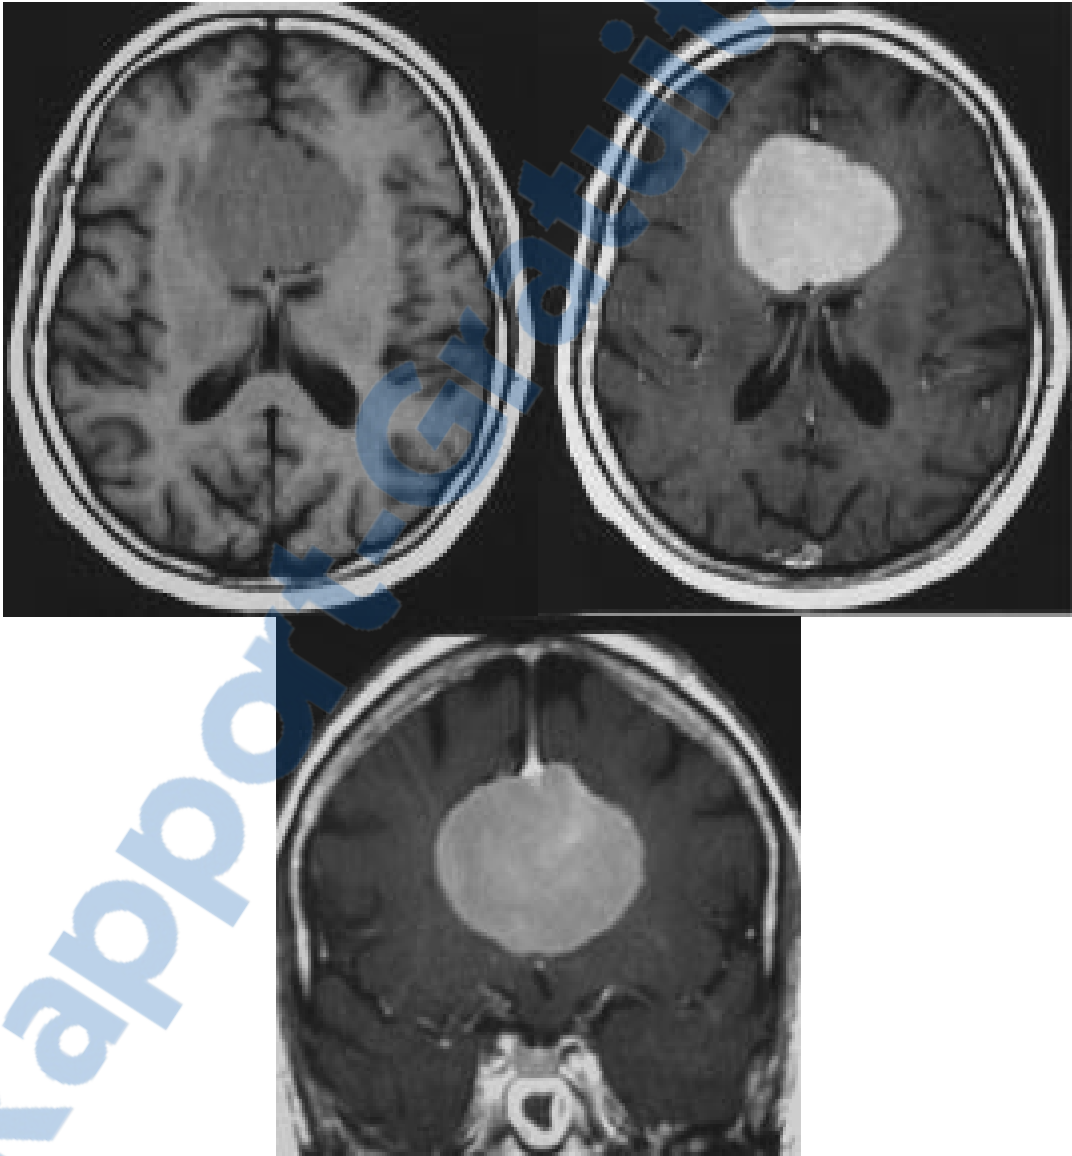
IRM en coupes axiale et coronale en séquence T1 sans et avec injection de gadolinium
